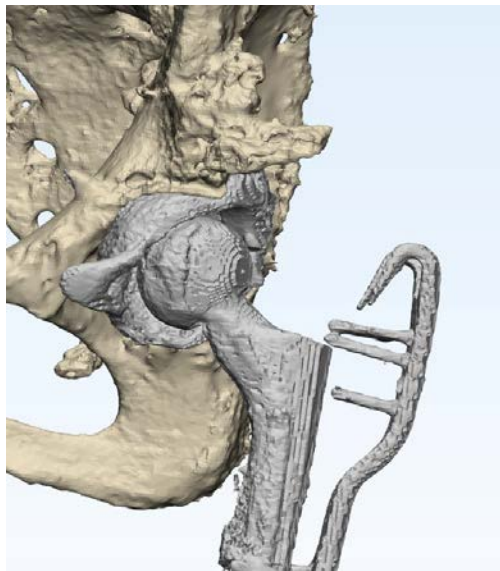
Реконструкция послеоперационного КТ исследования. Показано взаимоотношение индивидуального ацетабулярного компонента и костей таза
